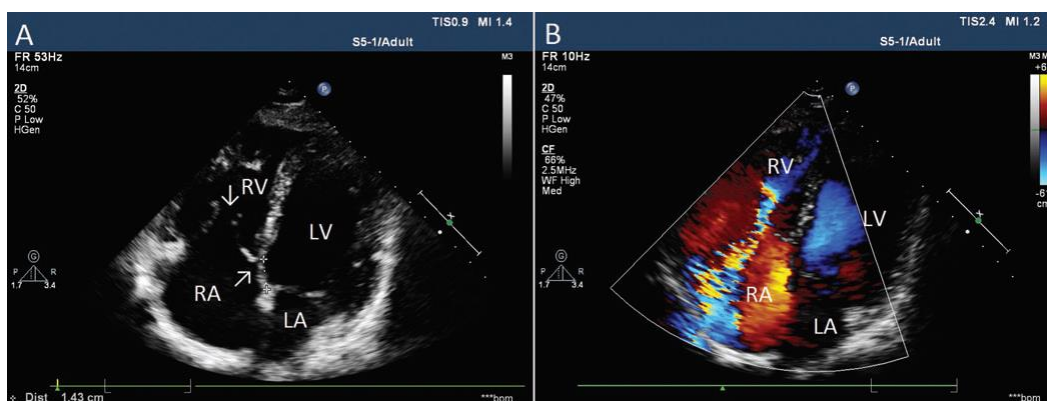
Ecocardiografia transtorácica 4 câmaras que revela deslocamento apical do folheto septal da válvula tricúspide (seta), originando a auricularização de uma porção do ventrículo direito (RV) e o surgimento de um ventrículo direito funcional pequeno (A). Ecocardiografia com Doppler revela regurgitação tricúspide severa por defeito de encerramento da válvula tricúspide (B). LA, aurícula esquerda; LV, ventrículo esquerdo; RA, aurícula direita.⁶
